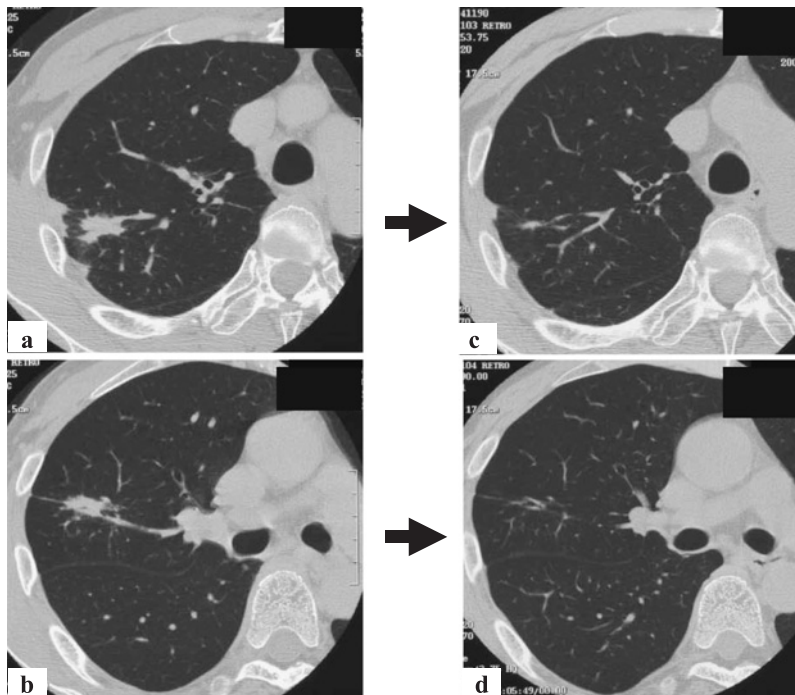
Chest CT scan revealed multiple irregular nodules which were mainly distributed around bronchovascular bundles and pleura (a, b). They showed significant improvement after administration of prednisolone therapy (c, d).
